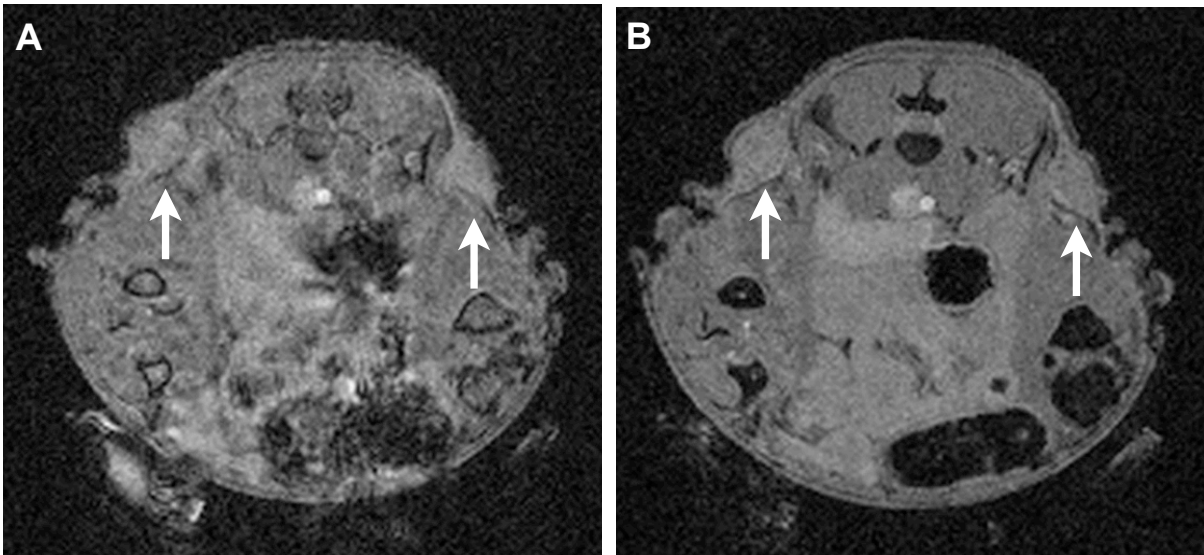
MRT-Aufnahmen vor und nach Injektion von AnxA5-VSOP. T2*-gewichtete Messung in axialer Schichtorientierung vom Rumpf einer Maus. Darstellung zweier HT-1080-Tumore nach Doxorubicin-Behandlung (Pfeile) vor (A) und 3,5 h nach Applikation der Sonde (B).
